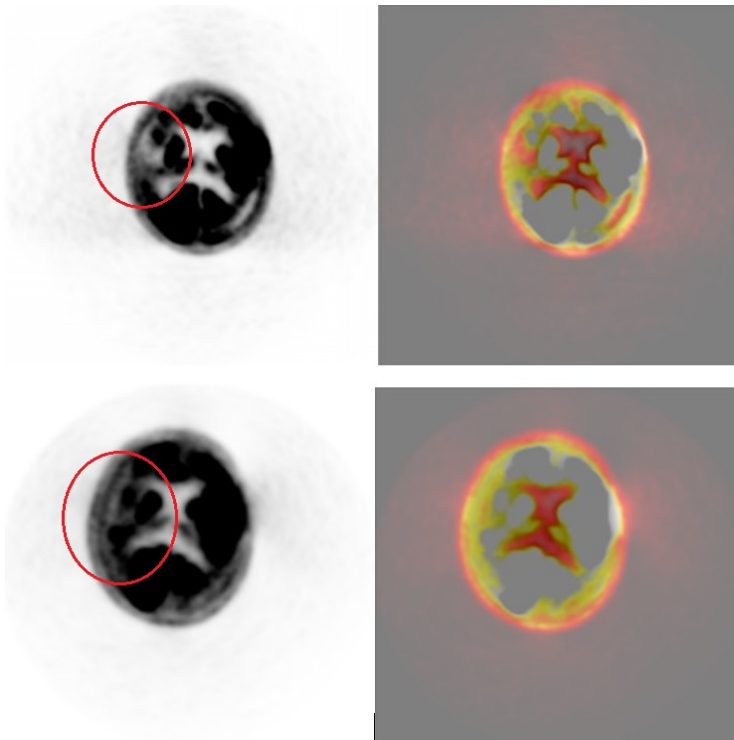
Больная П., 2 года, ИБ № 1562 – 2014. Болезнь моя-моя. ПЭТ КТ головного мозга: верхний ряд - после первого этапа оперативного лечения (ЭАМС и дуральная инверсия), нижний ряд - после второго (пиальный синангиоз). В правой височной области увеличение метаболизма ^{18}F -ФДГ
